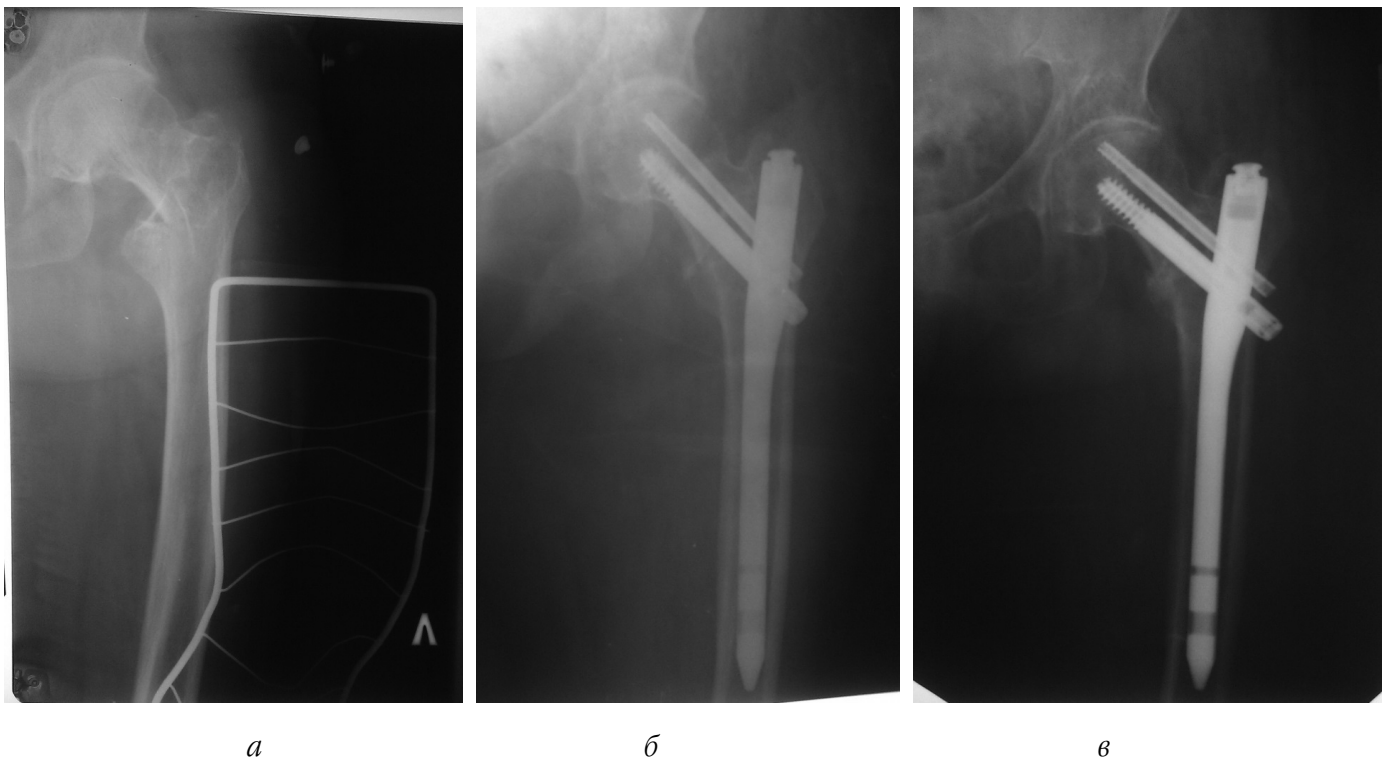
Фотовідбитки рентгенограм хв. Б., 69 р., з черезвертлюговим переломом типу А1: а – після оперативного втручання (використаний БІОС без додаткового введення дистальних кортикальних гвинтів); б – консолидація перелому через 10 тижнів після оперативного втручання; в – результат лікування позитивний
